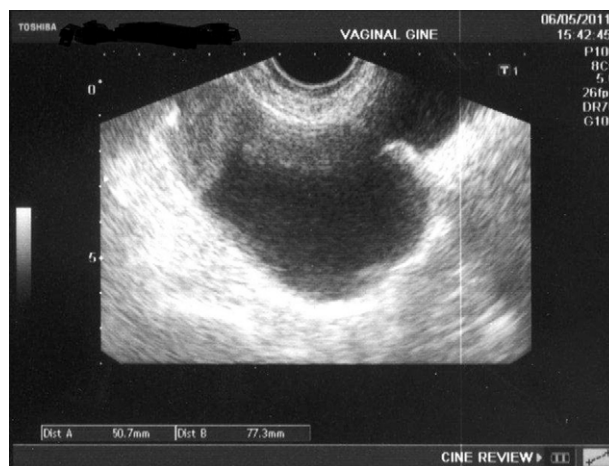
Ecografía vaginal. Quiste de ovario. Se ve la zona de comunicación vejiga-divertículo.
